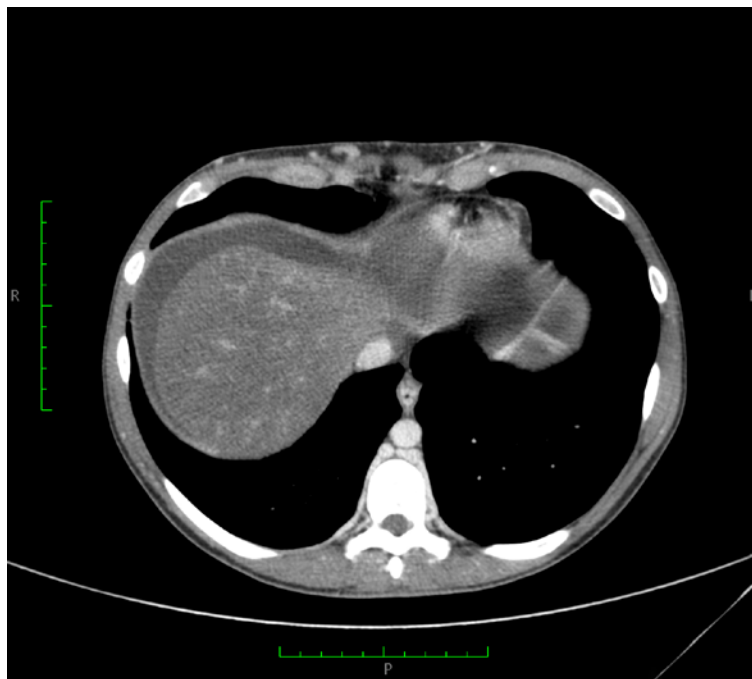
CT demonstrando os achados no corte axial, em nível mais alto
